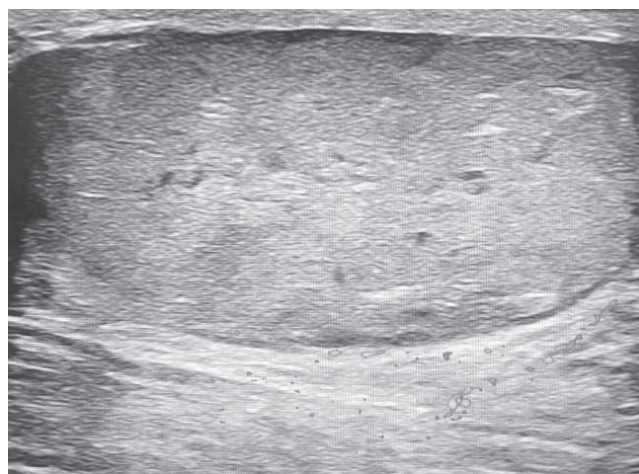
Ultrasonografía de quiste epidermoide perianal con extensión a región glútea derecha.
